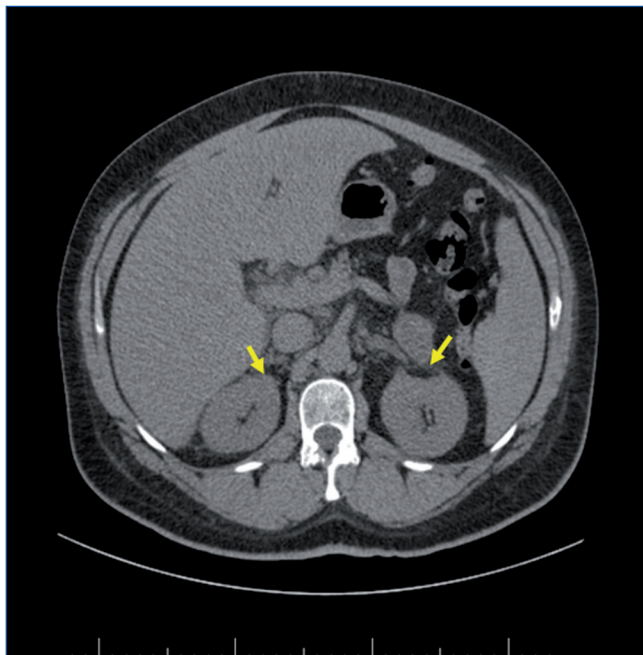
Tomografía computarizada suprarrenal del caso clínico 2.
